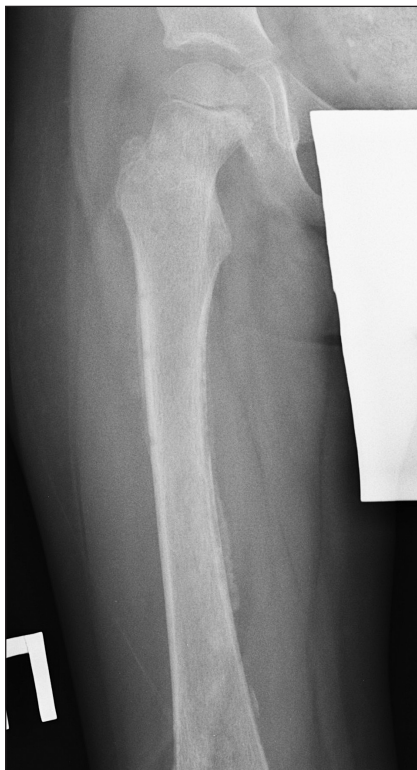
Рентгенограмма правой бедренной кости, 28 сут после операции.
